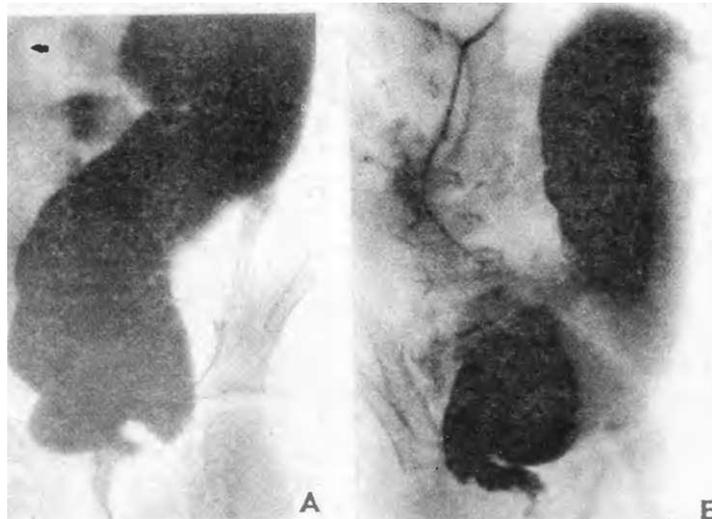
Контрольные рентгенограммы толстой кишки с барием в прямой (А) и косой (Б) проекции.
